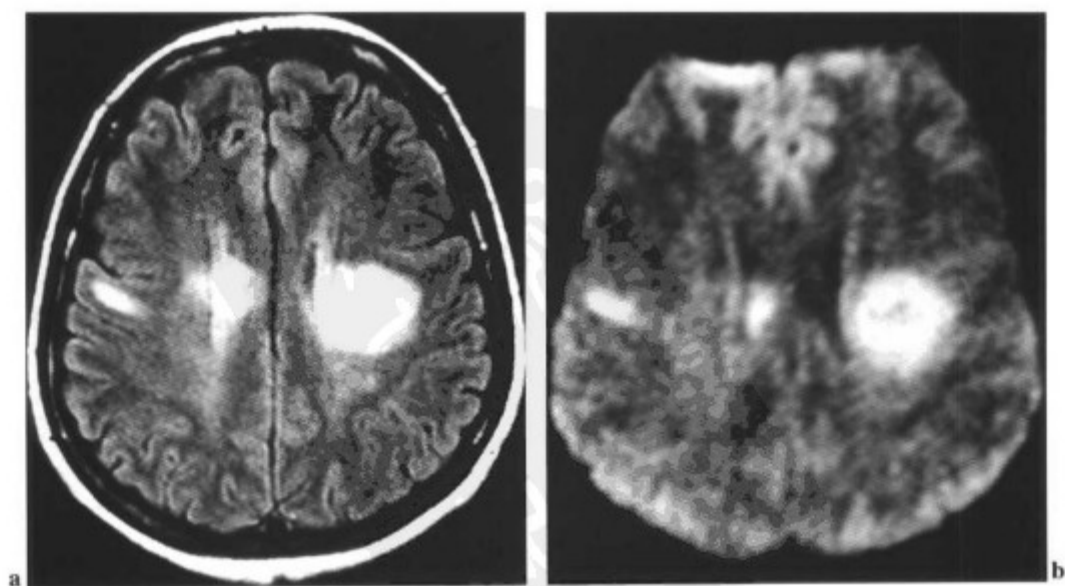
与图 10-15 为同一患者。急性多发性硬化斑,显示为典型的扩散受限。(a)FLAIR;(b)DWI。
